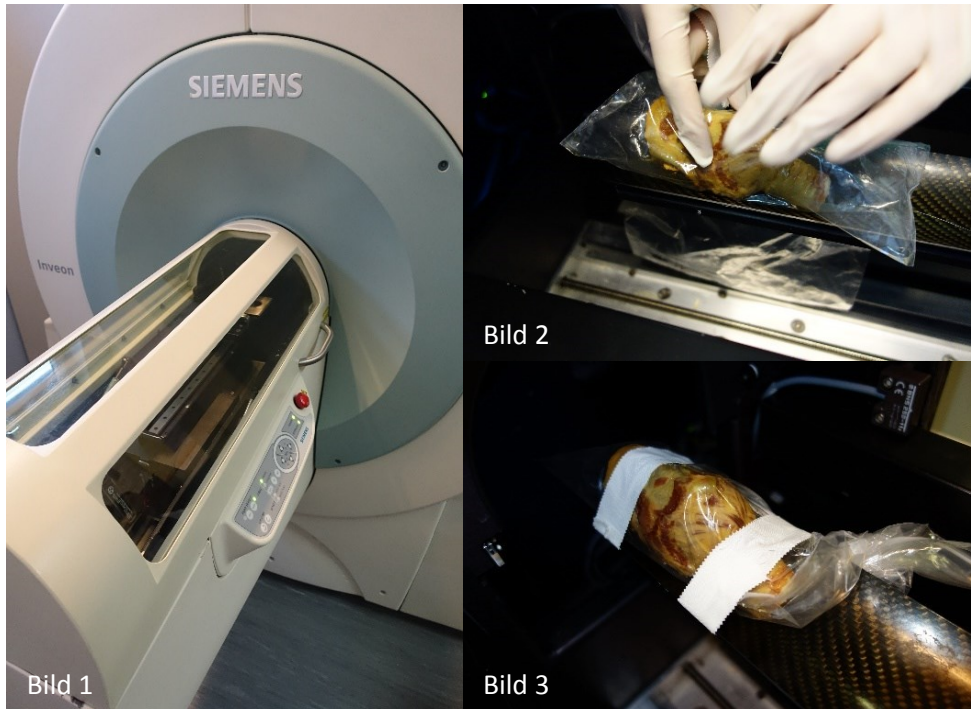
Durchführung der Mikro-CT-Scans; Bild 1: *Siemens Inveon* Mikro-CT-Scanner, Bild 2 und 3: Lagerung der Proben, während des CT-Vorgangs
